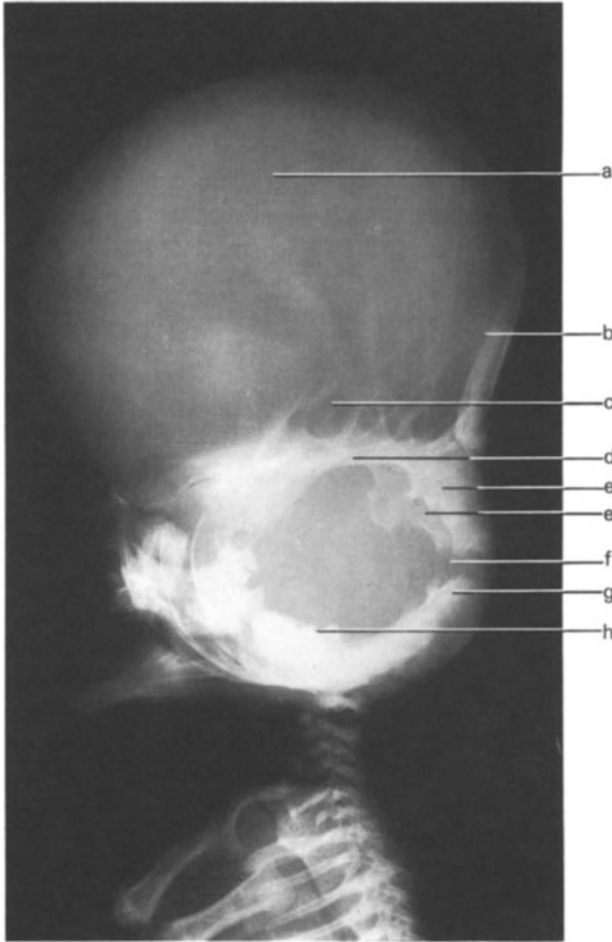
Schädelröntgenaufnahme von der Seite
